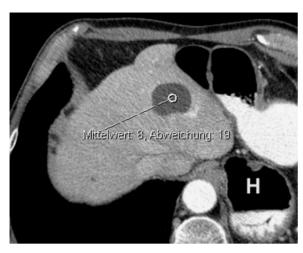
78-jähriger Patient mit Zustand nach Pneumonektomie links wegen Alveolarzellkarzinom. In der kontrastverstärkten CT Nachweis einer blanden Leberzyste im rechten Leberlappen mit zystentypischen Dichtewerten und ohne Enhancement. Nebenbefundlich große Hiatushernie (*H*)
